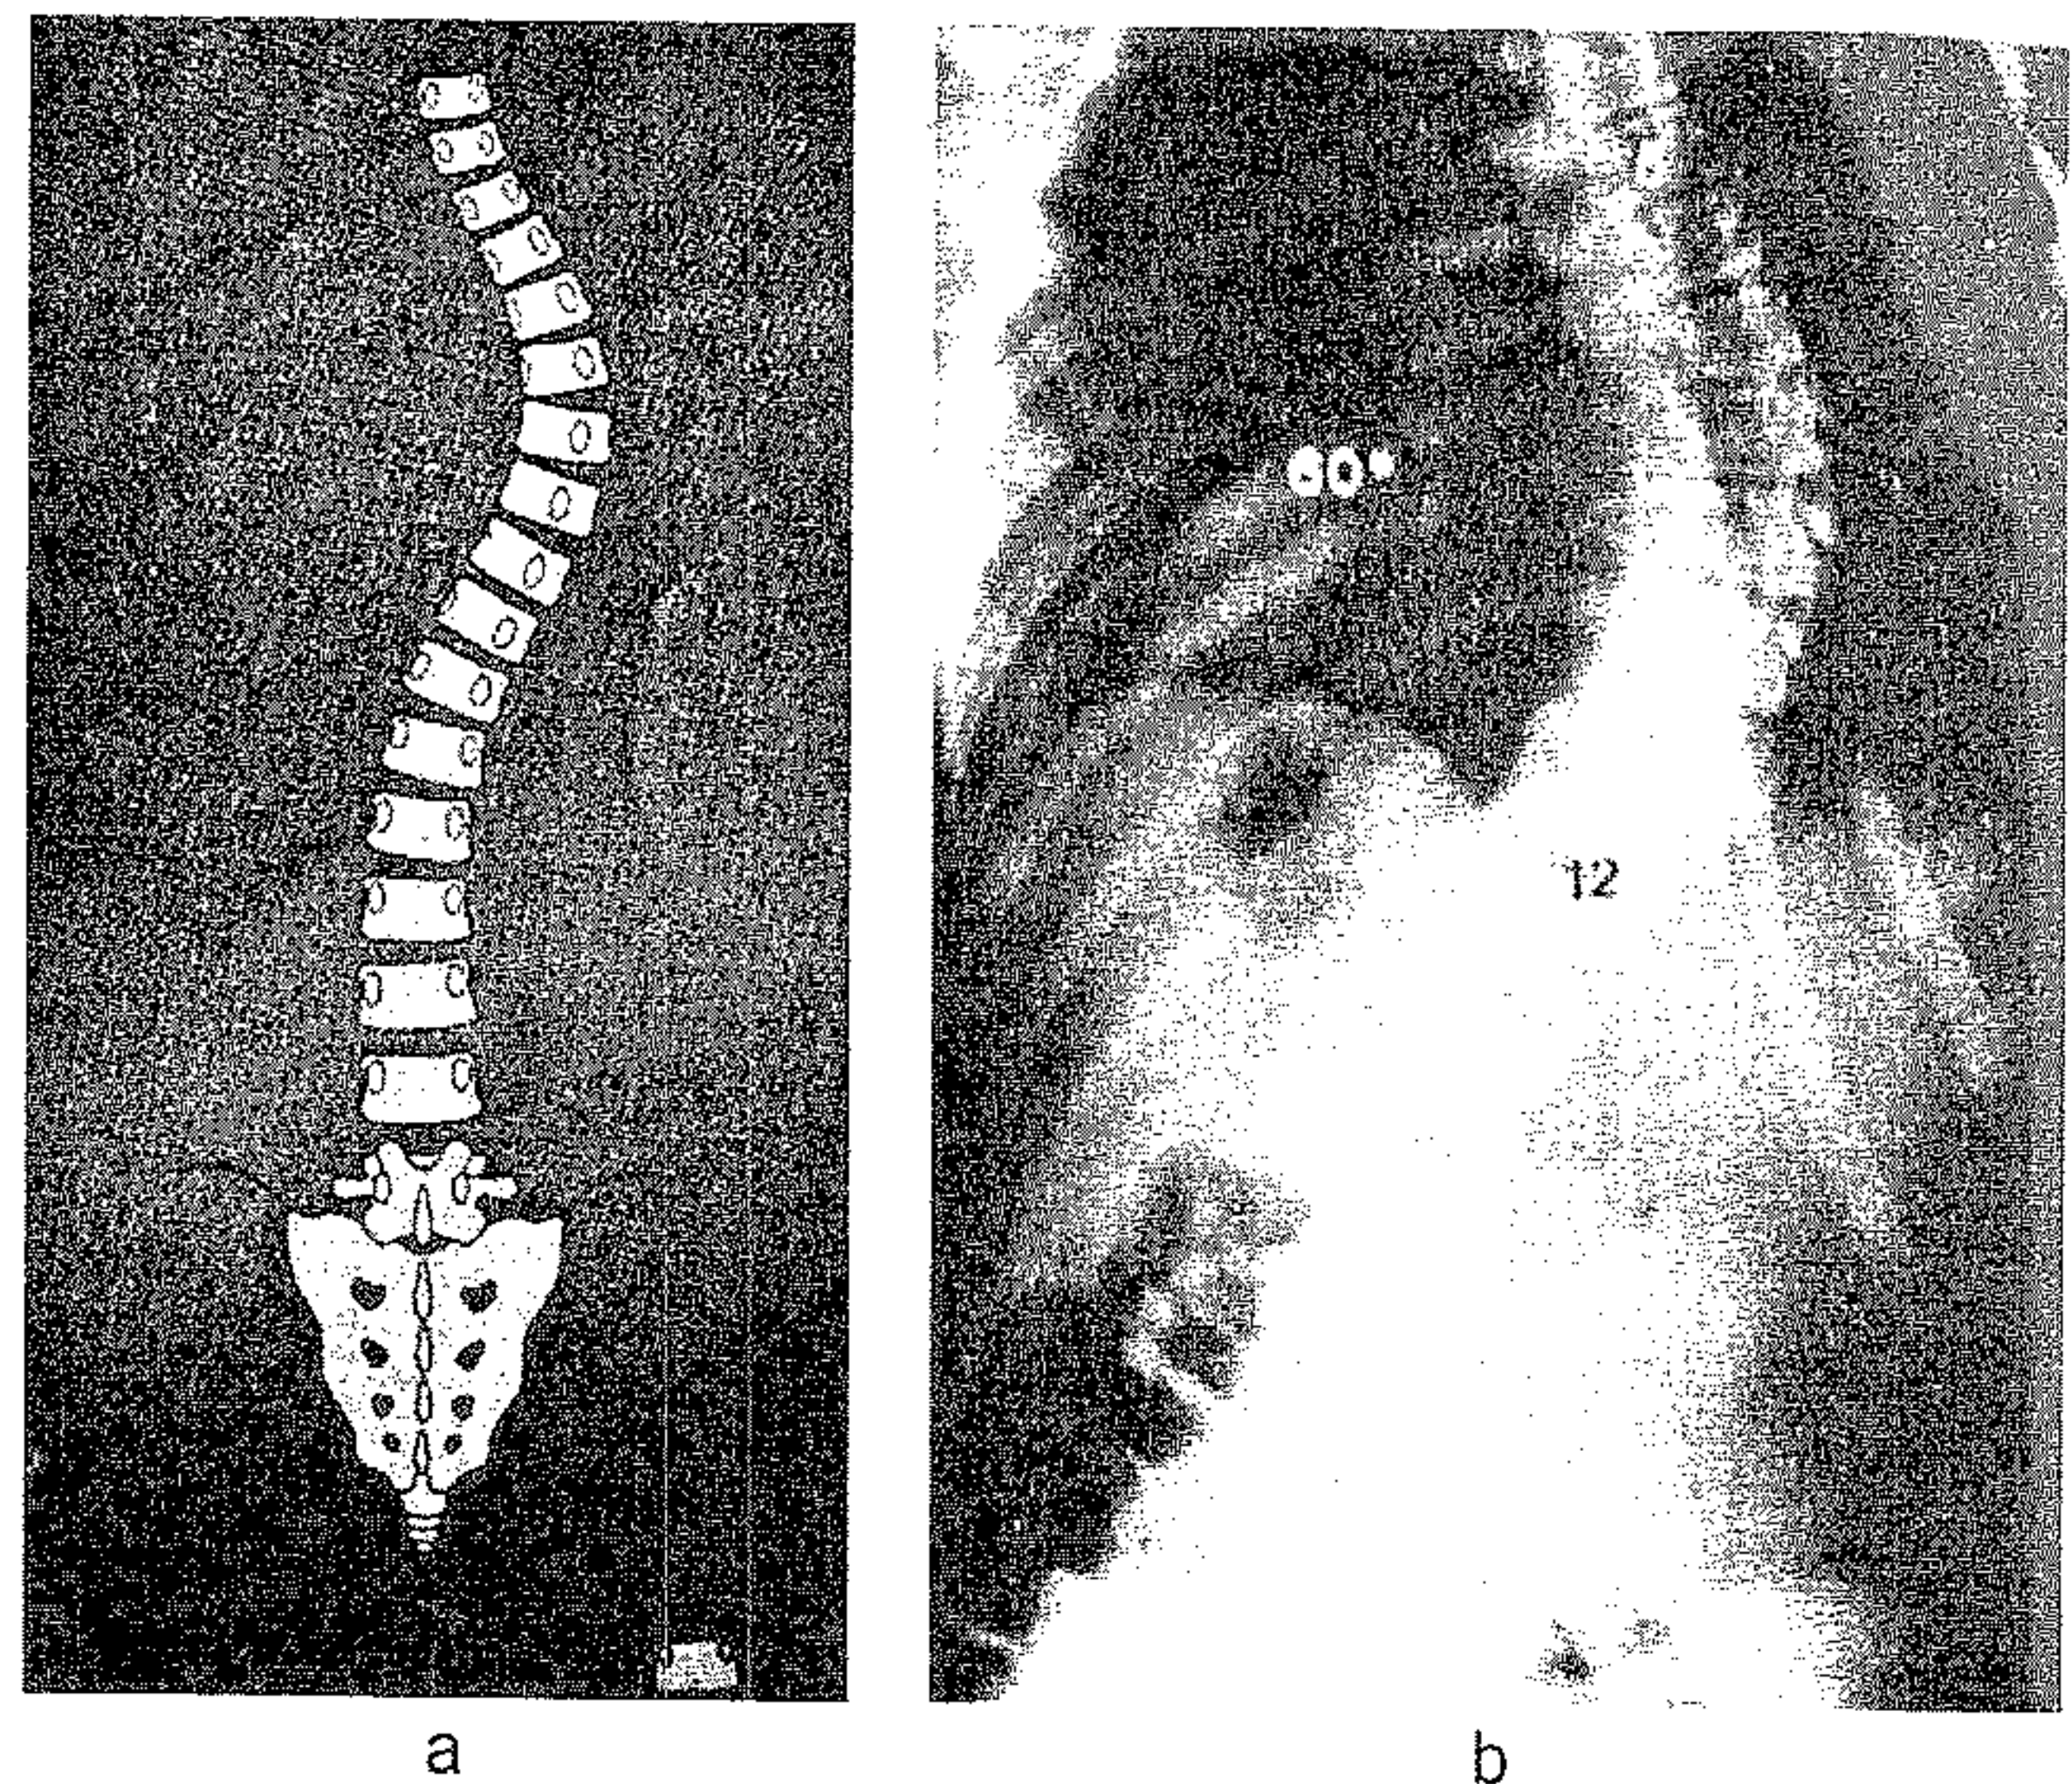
Scolioză toracală tip III King, a – schemă; b – aspect radiografic.
